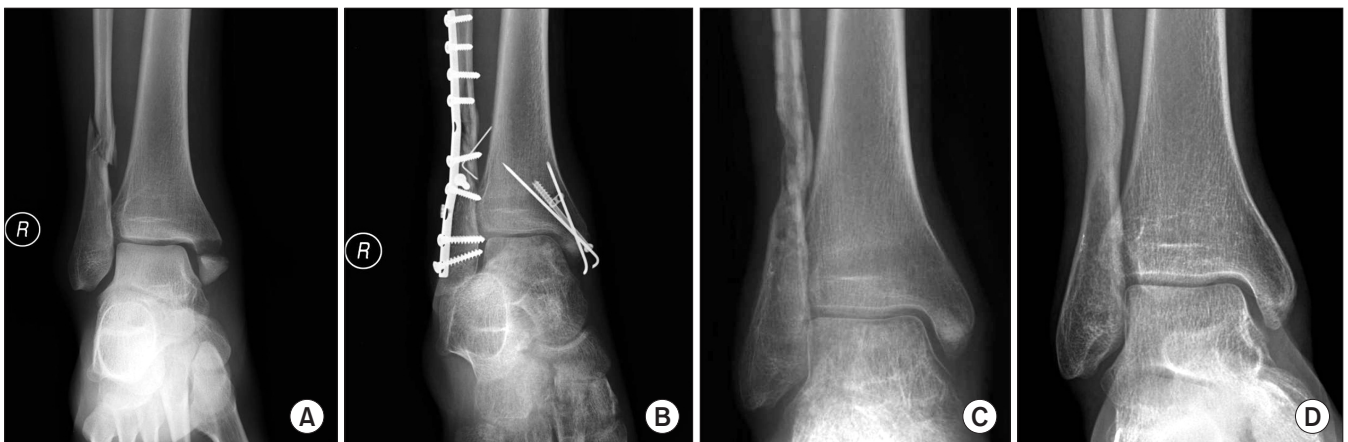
(A) Preoperative anteroposterior radiograph of a right ankle demonstrates pronation-external rotation type ankle fracture. (B) Open reduction and internal fixation with syndesmosis fixation was performed. (C) All implants were removed at 4 months due to soft tissue irritation and deep infection. (D) At one-year follow up after implant removal, radiograph show complete bone union and adequately maintained ankle mortise.
